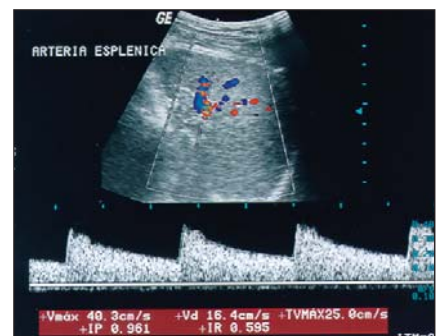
Duplex Doppler colorido. Imagem ultra-sonográfica da artéria esplênica com volume de amostra posicionado na região central do vaso. Traçado espectral da velocidade de fluxo arterial de padrão bifásico.
